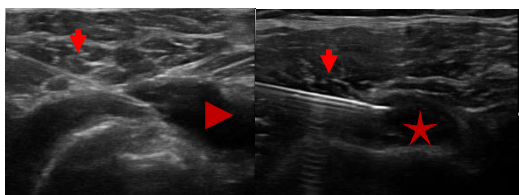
Ponction-infiltration sous contrôle échographique en coupe axiale par abord externe dans le plan de la sonde d'une bursite de la BSAD (à gauche) et de la gaine du long biceps (à droite). La flèche indique l'aiguille, la tête de flèche indique la bursite et l'étoile indique le tendon du long biceps
